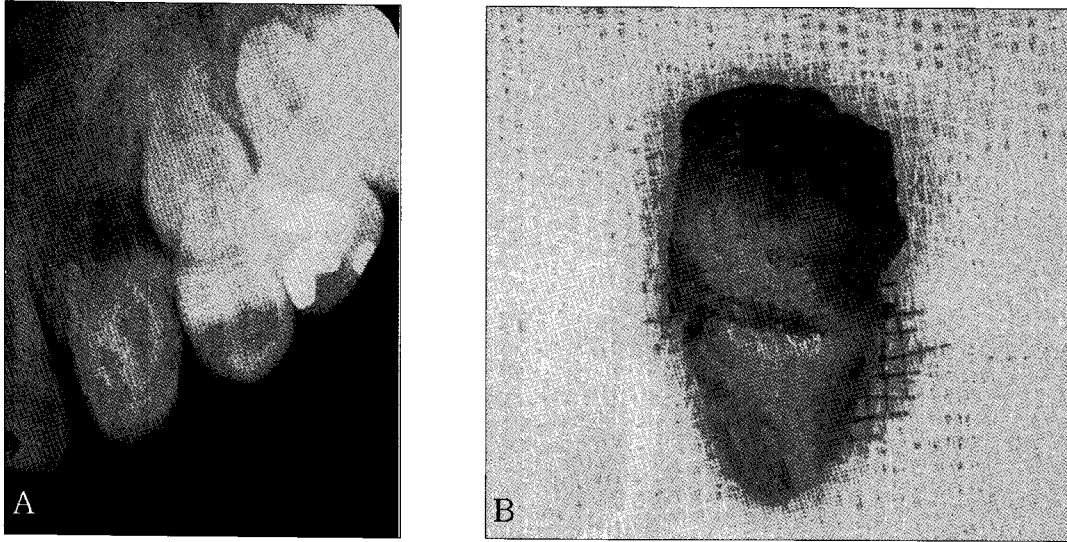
A. Periapical radiograph on first visit. B. Extracted tooth.
